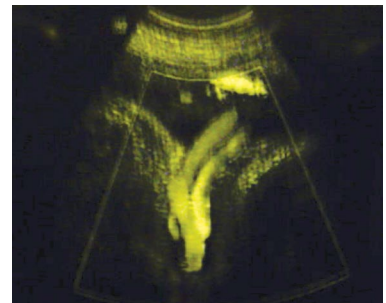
Circular de cordón Doppler. Cortesía Dr. Italo Coripuna.
